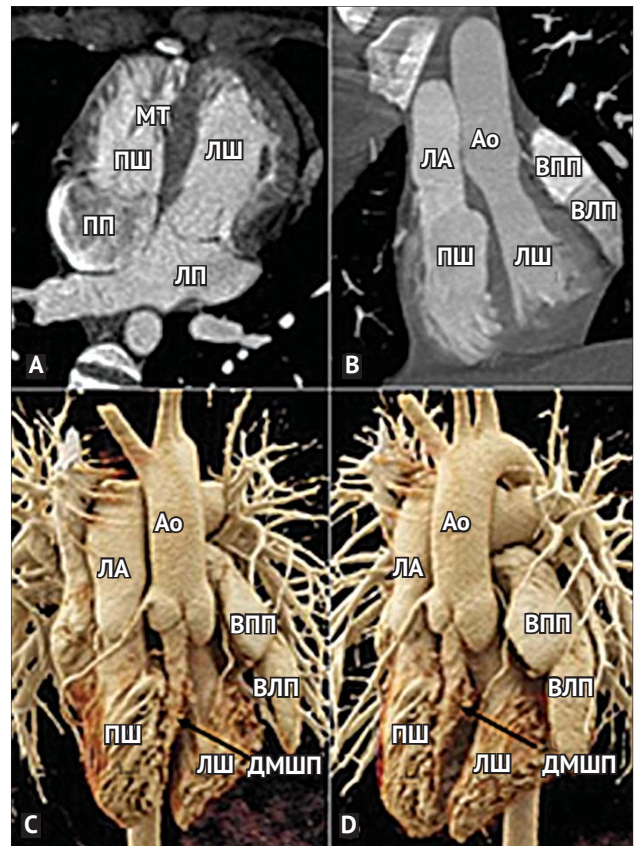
КТ серця. На аксіальному 4-камерному зображенні серця (А) візуалізується атріовентрикулярна конкордатність, ліві відділи серця розташовані зліва, праві – справа. На фронтальному МРР-зображенні (В) визначається паралельний хід судин, аорта відходить від морфологічно лівого шлуночка, розташованого зліва, легенева артерія – від морфологічно правого шлуночка, розташованого справа, юстапозиція вушок зліва. На 3-вимірних VRT-зображеннях (С, D) відзначається паралельний хід судин, ДМШП, трикуспідально-легеневий контакт та мітрально-аортальний контакти
